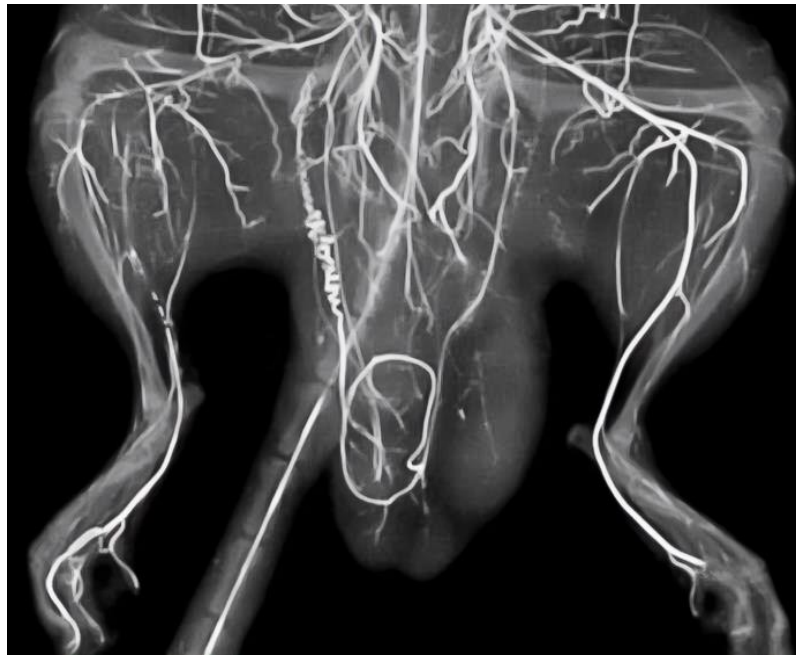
Рентгенангіограма задніх кінцівок щурів через 1 добу після відновлення кровопостачання. Виражене розширення магістральних артерій, зокрема у гомілковому сегменті, та збіднення судинового рисунку у периферійних ділянках правої кінцівки
